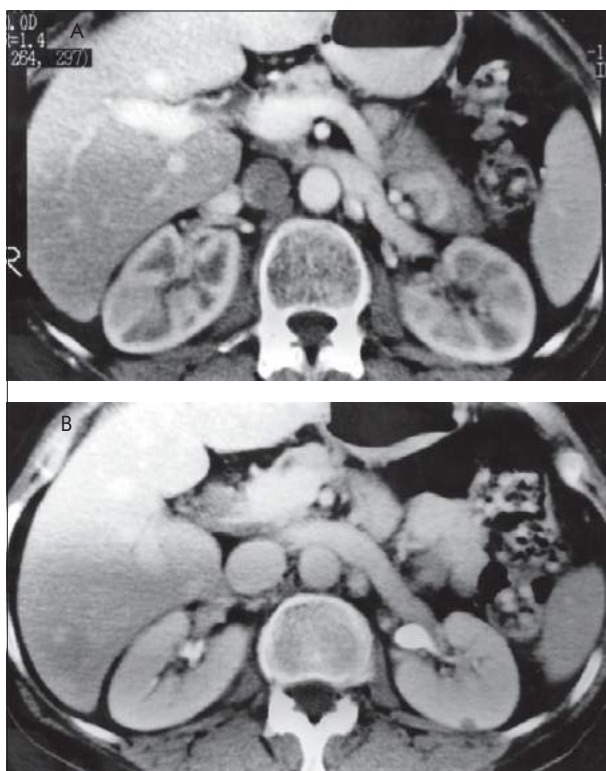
TC espiral renal. A, Fase corticomedular. Note-se apreciável diferenciação corticomedular, normalmente obtida com a TC espiral. A TC espiral demonstra nitidamente a origem das artérias a partir da aorta, bem como as veias renais bem opacificadas. B, Fase excretora, essencial para a detecção de alterações pielocalicinais.
